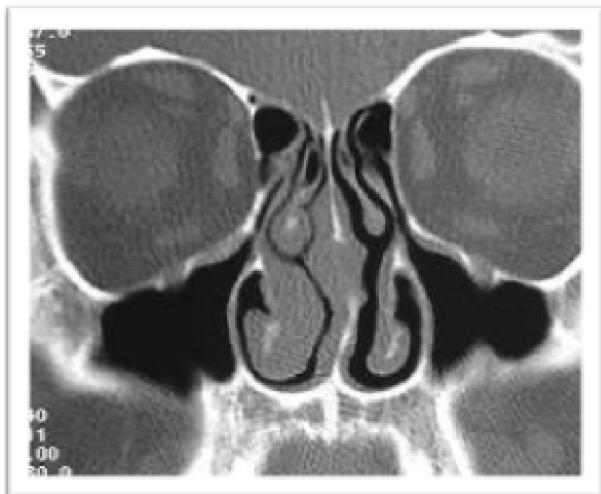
Tomografía computarizada de senos paranasales.
